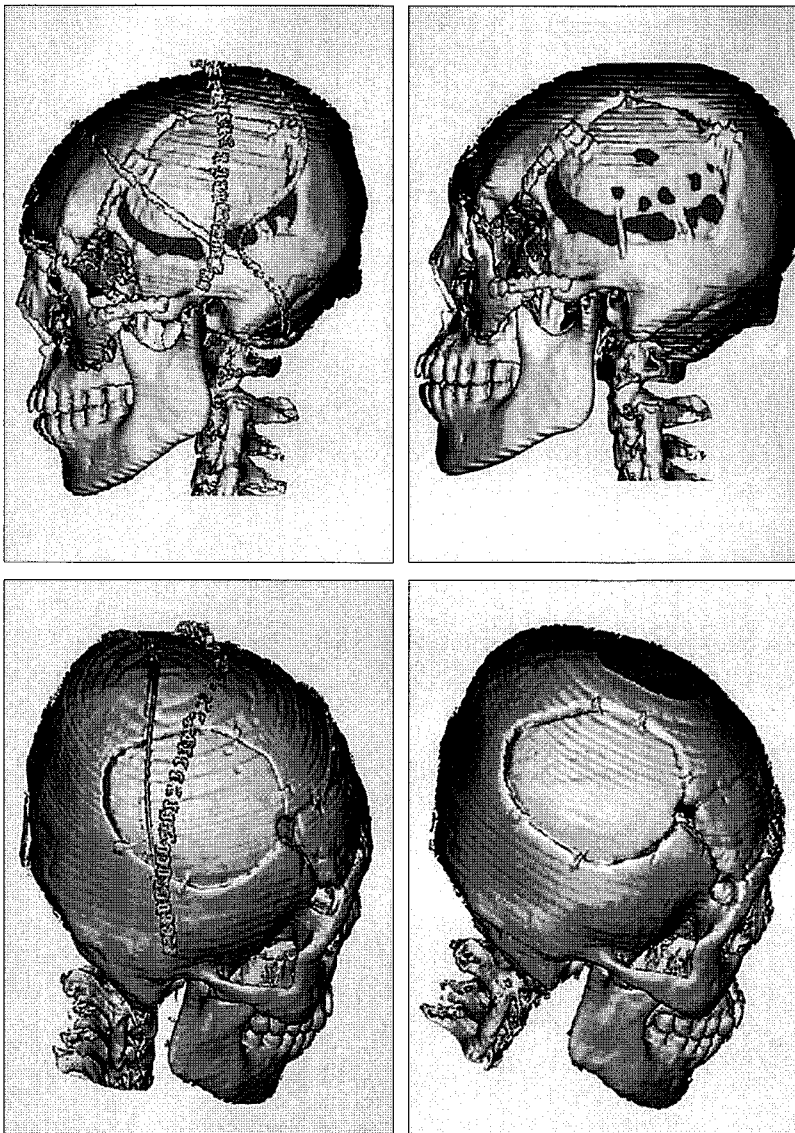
A 17-year-old male patient with a fibrous dysplasia(case 5). It shows an immediate postoperative and 12 months postoperative 3-Dimensional computed tomography. The defect area was marked with red color. The immediate postoperative bone defect area of the recipient site and the donor site were  $35.5 \text{ mm}^2$  (Above, left) and  $796 \text{ mm}^2$  (Below, left), respectively, which became  $292.5 \text{ mm}^2$  (Above, right) and  $147.25 \text{ mm}^2$  (Below, right), respectively 12 months later.
